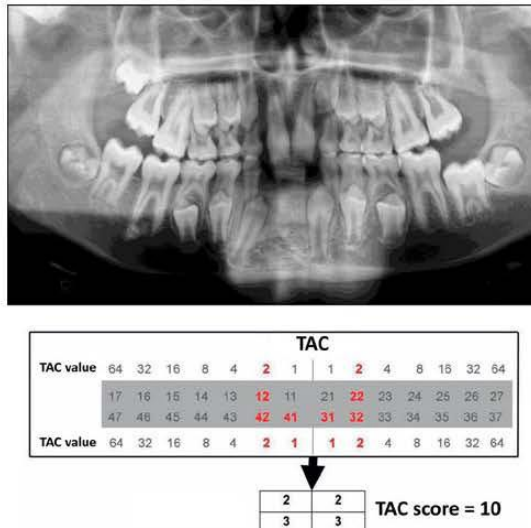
Tooth agenesis code (TAC) calculated in an exemplary case with agenesis of the teeth 12, 22, and 32–42. Each missing tooth is assigned a type-specific unique value (here 2 for each lateral and 1 for each central incisor). These values are added up for each quadrant. The sum of all four quadrants yields the total TAC score (in this case 10).
